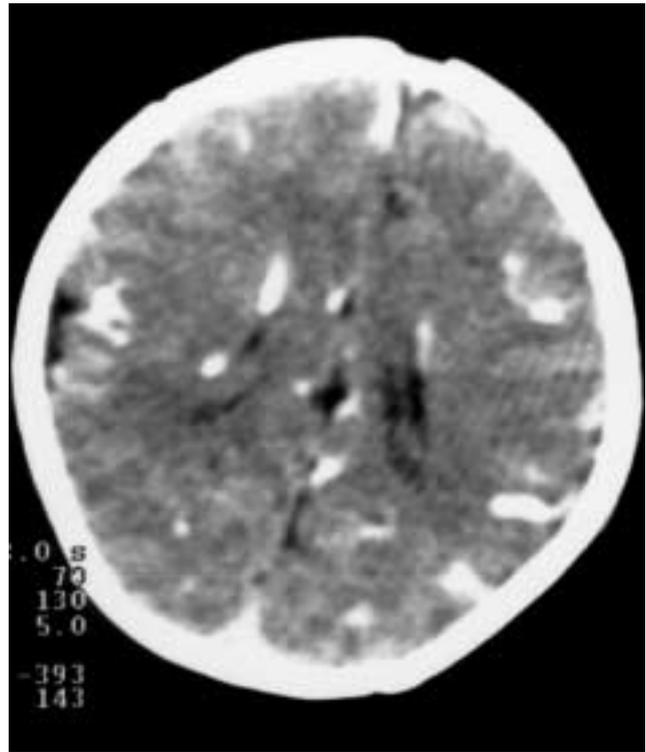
Caso 2. TAC craneal en el que resaltan múltiples calcificaciones dispersas por ambos hemisferios cerebrales.
